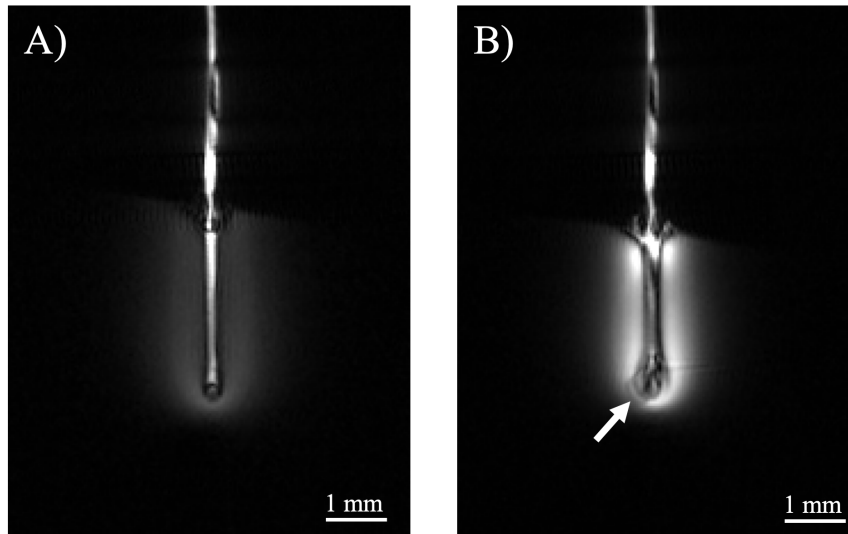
Images IRM axiales pondérées T_1 acquises avec la micro-antenne RMN avant (A) et après (B) la perfusion (débit = $0.1 \mu\text{L}/\text{min}$) de la solution d'agent de contraste à base de Gd (5 mM) par le capillaire. Les images ont été acquises avec une séquence FLASH et avec les paramètres suivants : $TR/TE = 200/3.5$ ms, 3 coupes, épaisseur de coupes = 1 mm, $FOV = 10 \times 10 \text{ mm}^2$, résolution spatiale = $39 \times 39 \times 1000 \mu\text{m}^3$, temps d'acquisition = 1 min 08 s. La flèche montre la bulle d'air présente à la fin de l'expérience.
